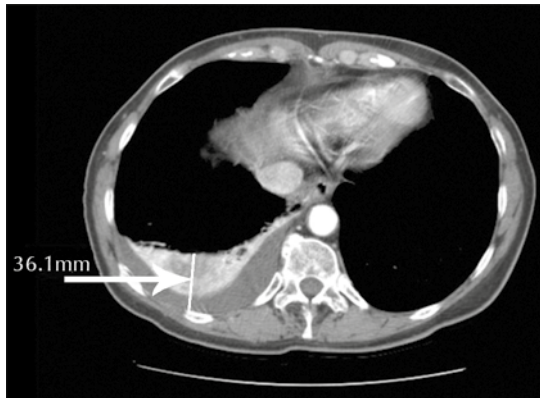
Tomografía de tórax que muestra el derrame pleural en la base pulmonar derecha de 36 mm.
